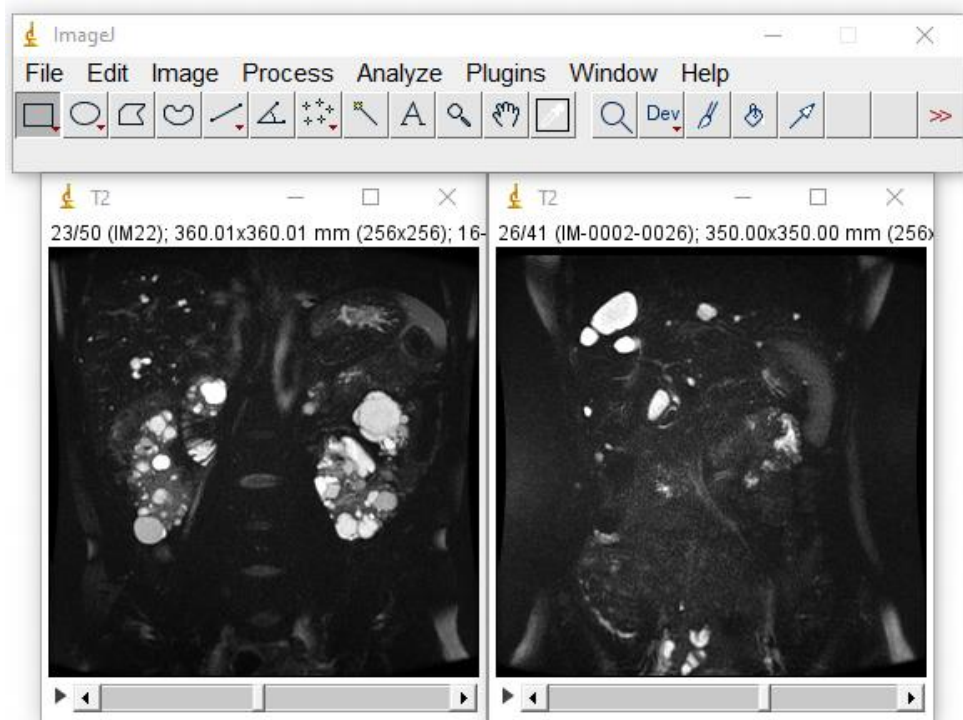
Menu di ImageJ. All'interno dell'applicativo sono stati aperti due stacks di immagini MRI pesate in T2 raffiguranti reni (a sinistra) e fegato policistici (a destra)
